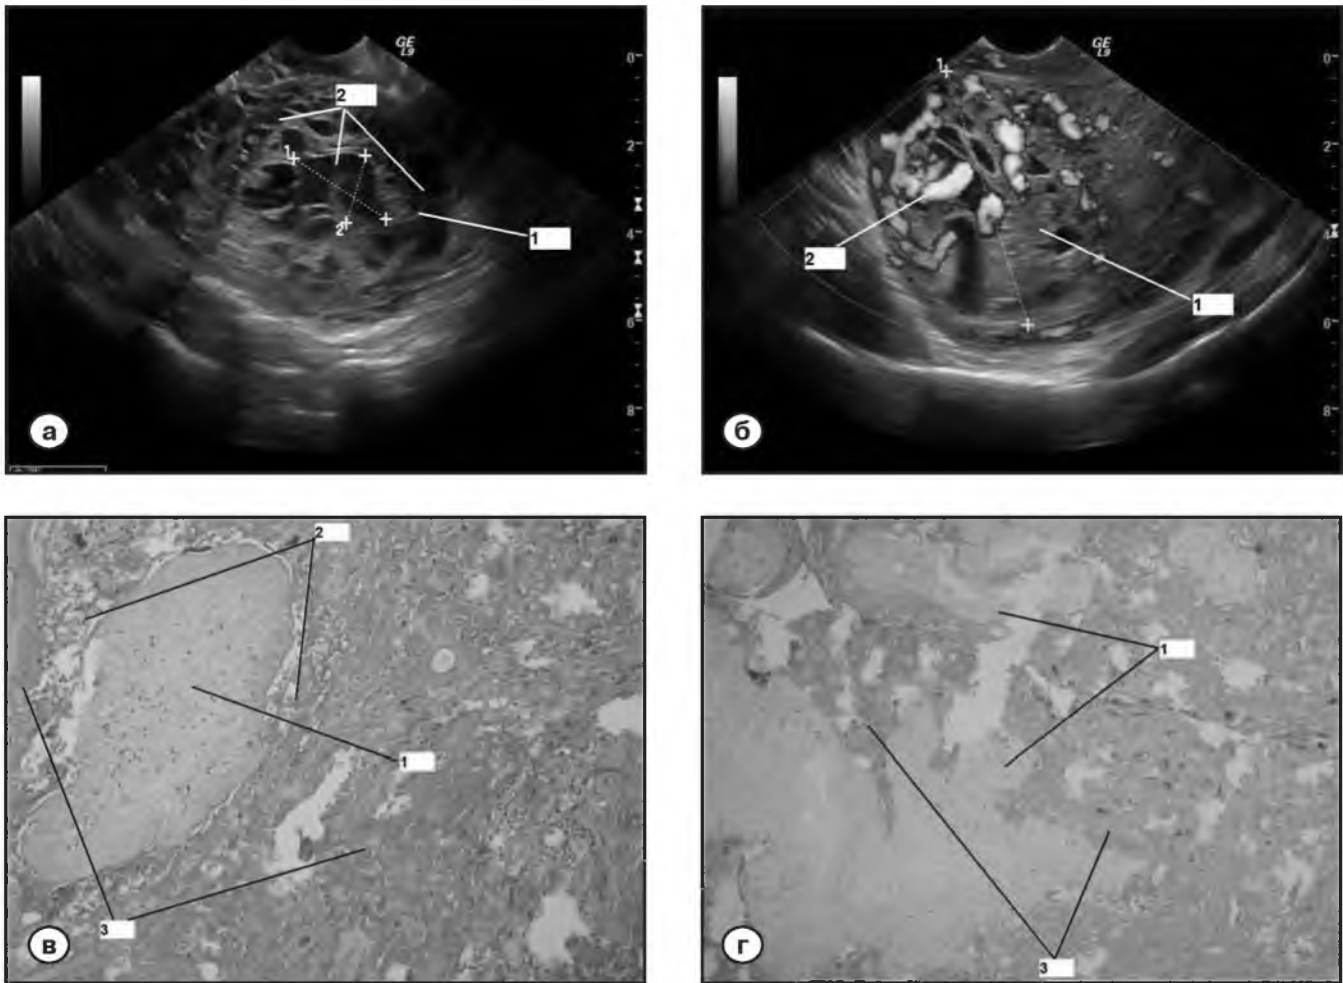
УЗ-томограмма больной К. Диагноз - инвазивный пузырный занос.
